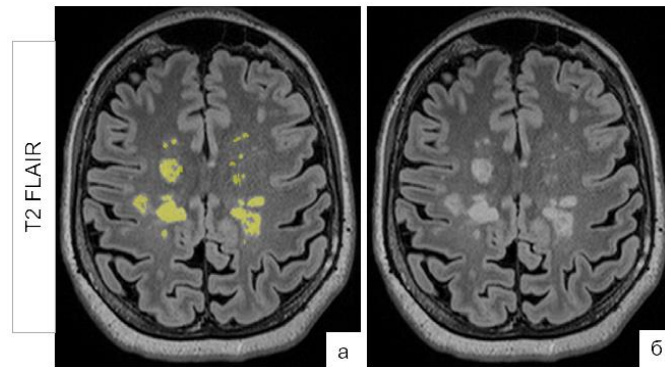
Сегментация очагов РС в режиме T2 FLAIR с помощью программы ITK-SNAP: а – сегментированные очаги, б – несегментированные очаги.
